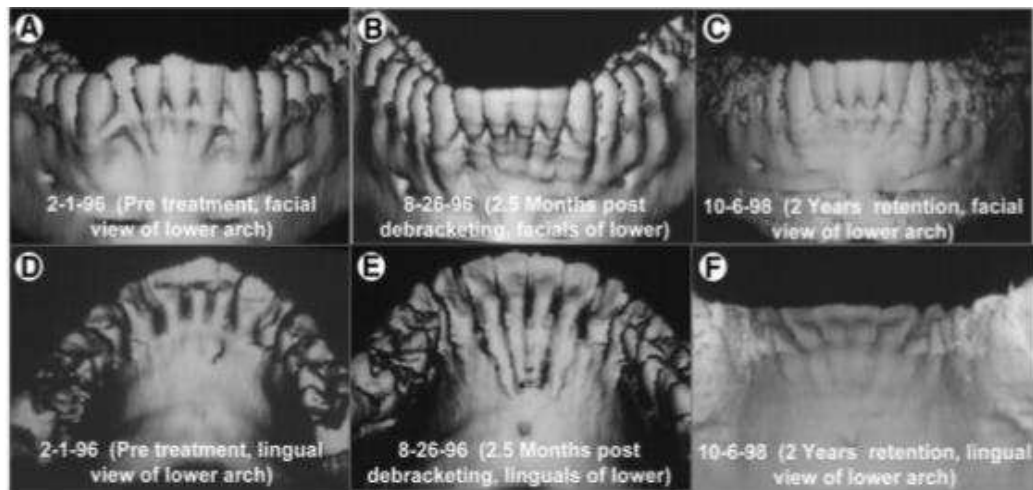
(A, B, C, D, E, F) Paciente 1 (adolescente) : Vista vestibular e lingual, pré-tratamento, pós-tratamento e follow-up com uso de contenção ortodôntica, através de imagens de CBCT da mandíbula. A – Pré-tratamento, vista vestibular da mandíbula; B – 2 meses e meio após finalizado o tratamento ortodôntico, vista vestibular da mandíbula; C – Follow-up a 2 anos com uso de contenção ortodôntica, vista vestibular da mandíbula; D – Pré tratamento, vista lingual da mandíbula; E – 2 meses e meio após finalizado o tratamento ortodôntico, vista lingual da mandíbula; F – Follow-up a 2 anos com uso de conecção ortodôntica, vista lingual da mandíbula. (adaptado de M. T. Wilcko, Wilcko, & Bissada, 2008)
